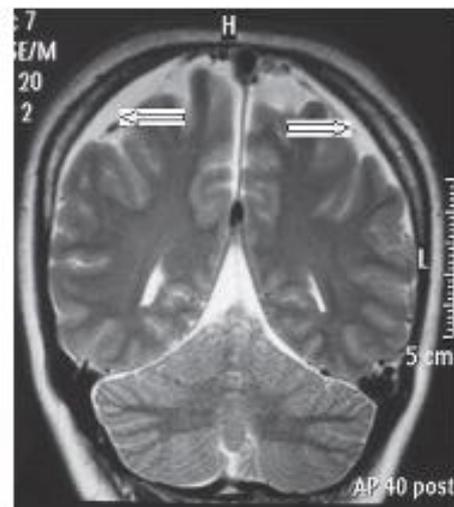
MRI of the Head 40 Days After Spinal Anesthesia Showing an Image Suggestive of a Chronic Subdural Hematoma in the Frontoparietal Region Bilaterally.
